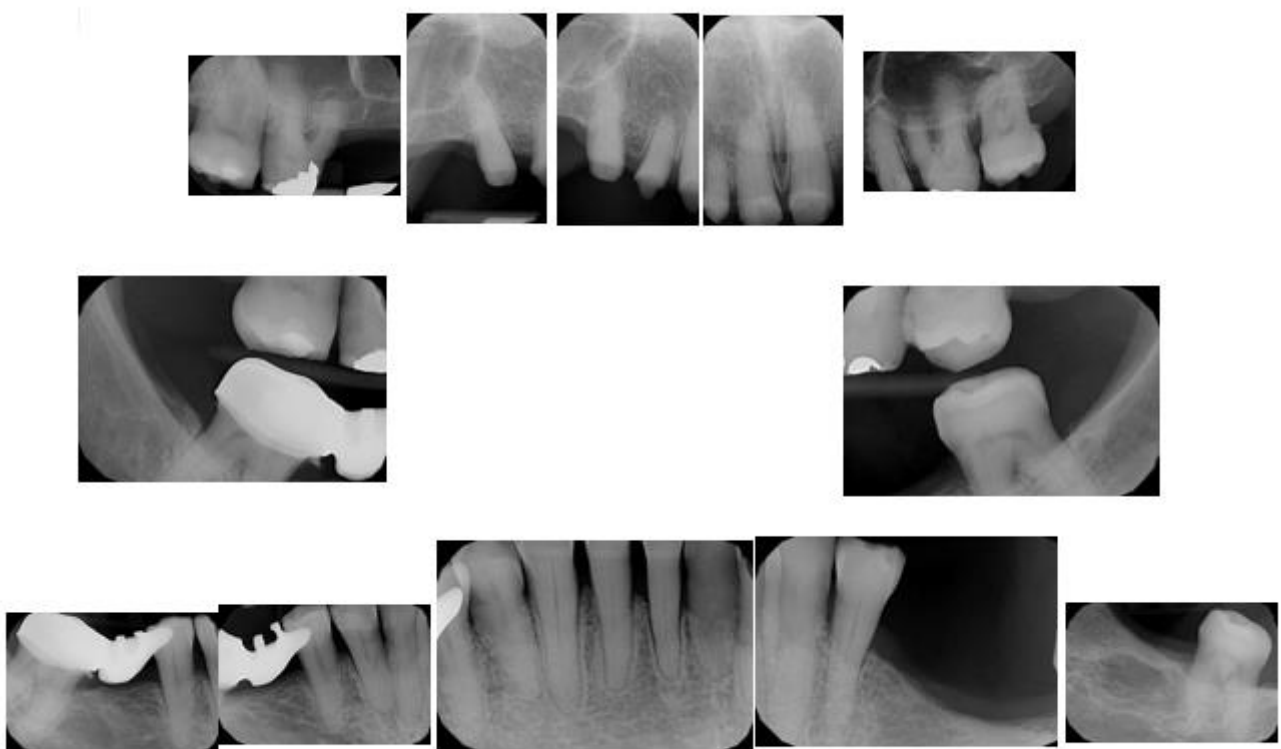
Serie periapical completa
